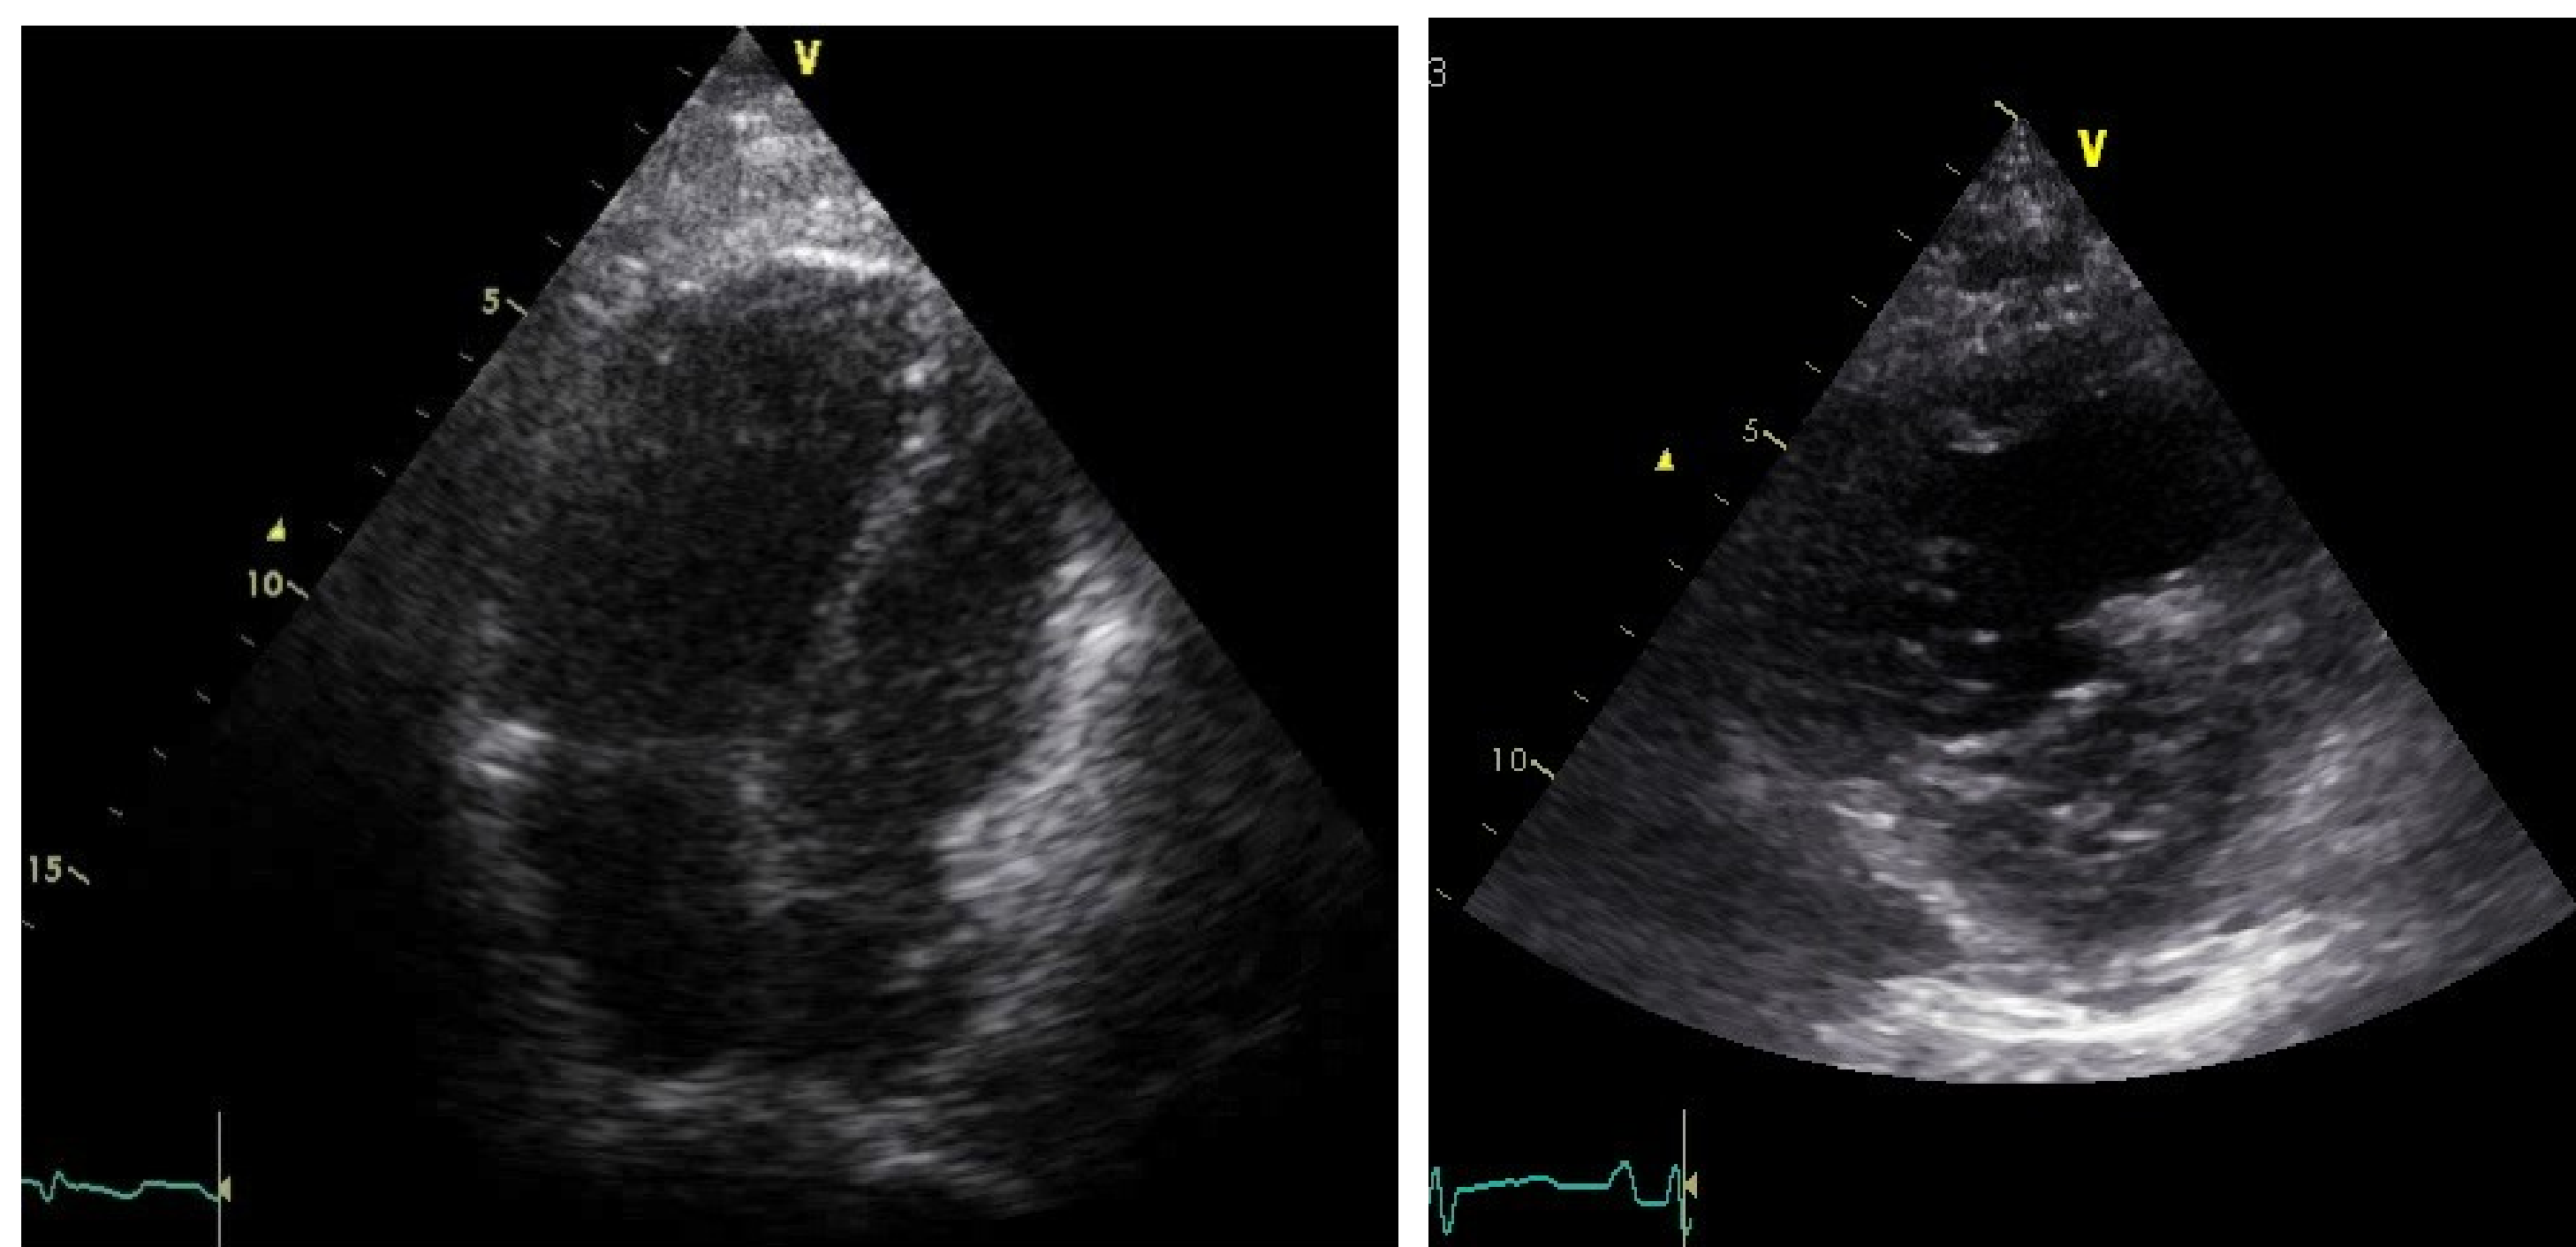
Transthorakale Echokardiographie. Links: apikaler Vierkammerblick, rechts: parasternal kurze Achse. Zeichen einer Rechtsherzbelastung.
